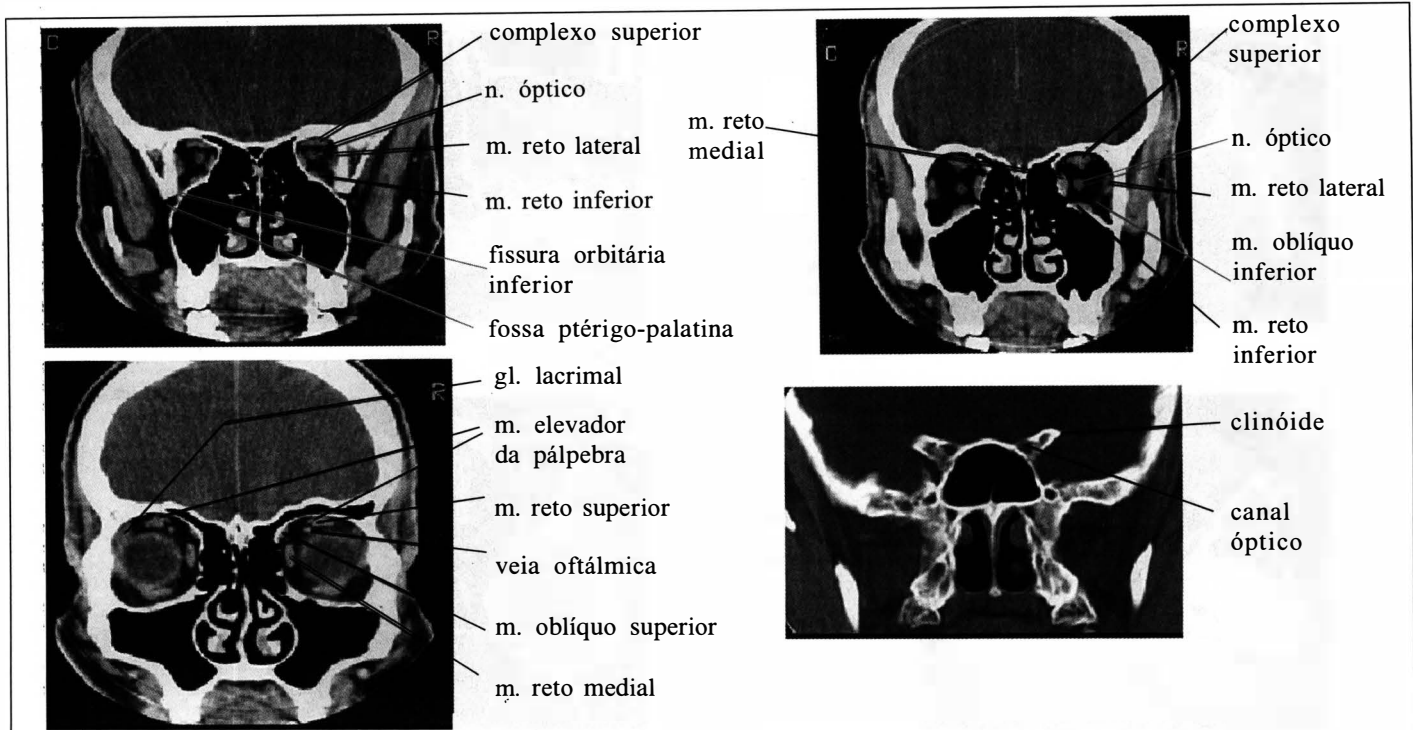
Imagens de TC de órbita normal com cortes de 3 mm no plano coronal, obtidas com o paciente em decúbito ventral, estendendo o queixo.
